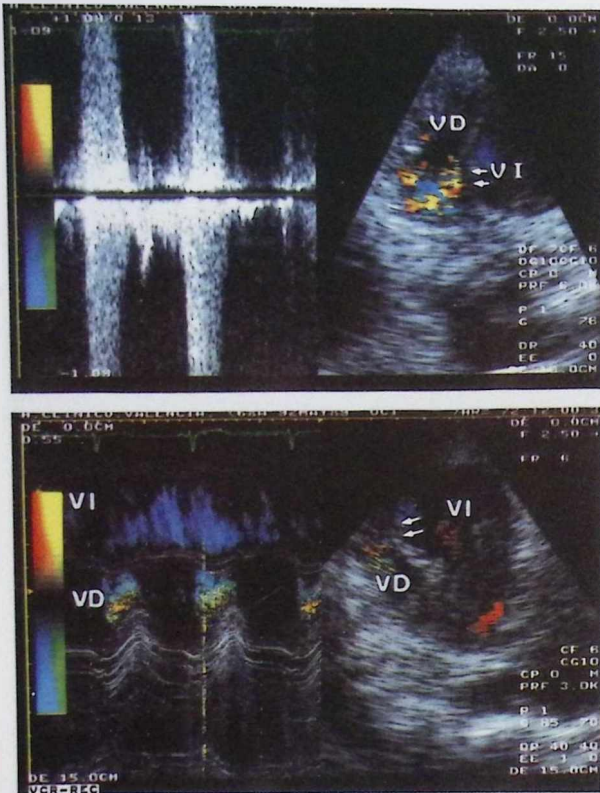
Parte superior: A la derecha se encuentra la imagen bidimensional obtenida desde la posición paraesternal izquierda (plano transversal) en la que se observa, desde la zona posterior del tabique interventricular hacia el ventrículo derecho, el patrón en "mosaico" correspondiente a la codificación en color del flujo sanguíneo obtenido con la técnica de Doppler pulsado situando la muestra en el ventrículo derecho junto al defecto septal. Parte inferior: A la derecha se observa la imagen bidimensional obtenida desde la posición apical angulando el transductor hacia atrás en donde se observa la zona aneurismática ápico-septal, y el flujo ("mosaico") a través del defecto septal (flechas), que también queda registrado con la técnica en modo M (izquierda) a nivel del ventrículo derecho durante la sístole ventricular. Abreviaturas como en las figuras anteriores.
